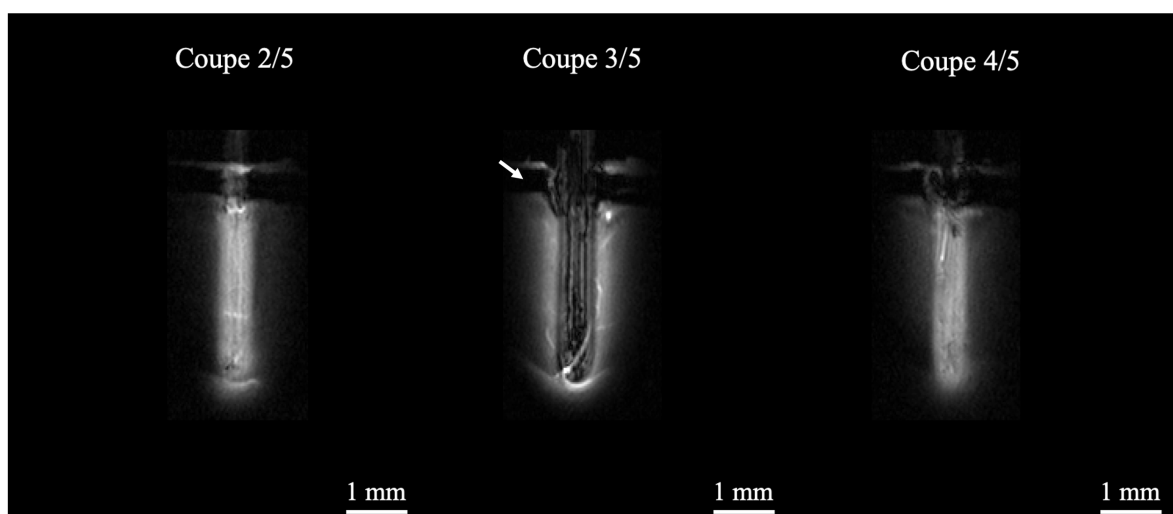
Image IRM sagittale pondérée T_1 acquise avec la micro-antenne RMN du tissu cérébral sain. La résolution spatiale était de $33 \times 33 \times 500 \mu\text{m}^3$. La flèche indique la présence de l'os crânien en hyposignal.
